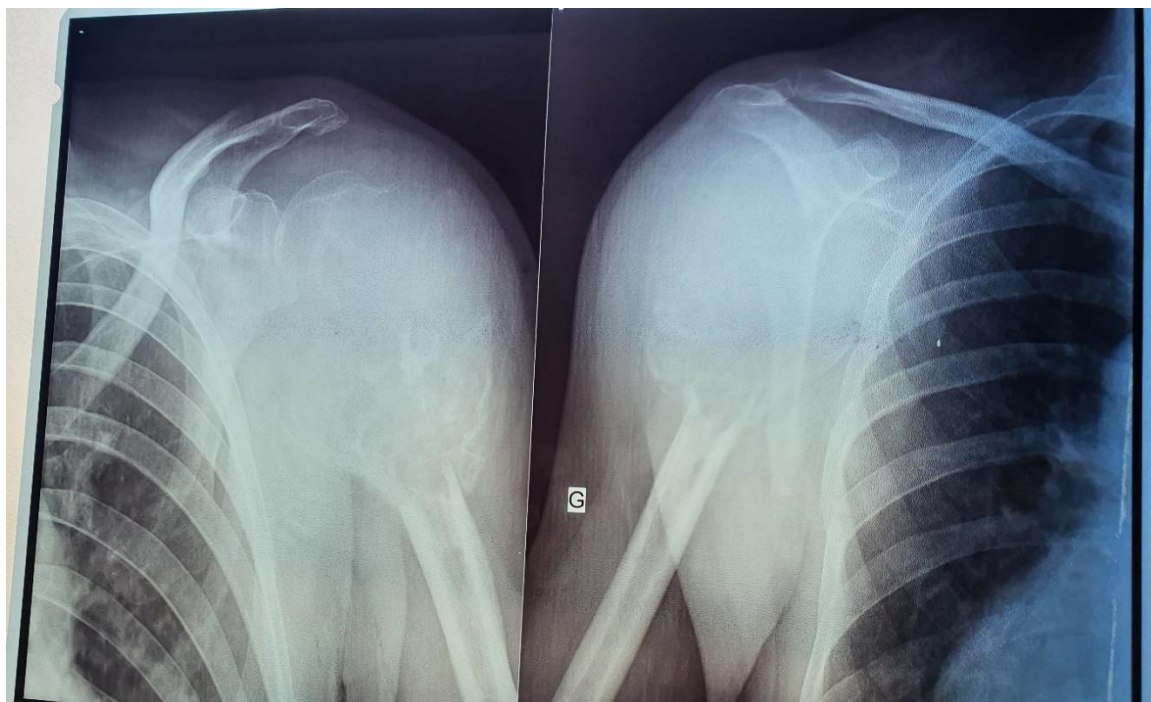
Radiographie du même patient 3 mois plus tard montrant une progression de la tumeur.
